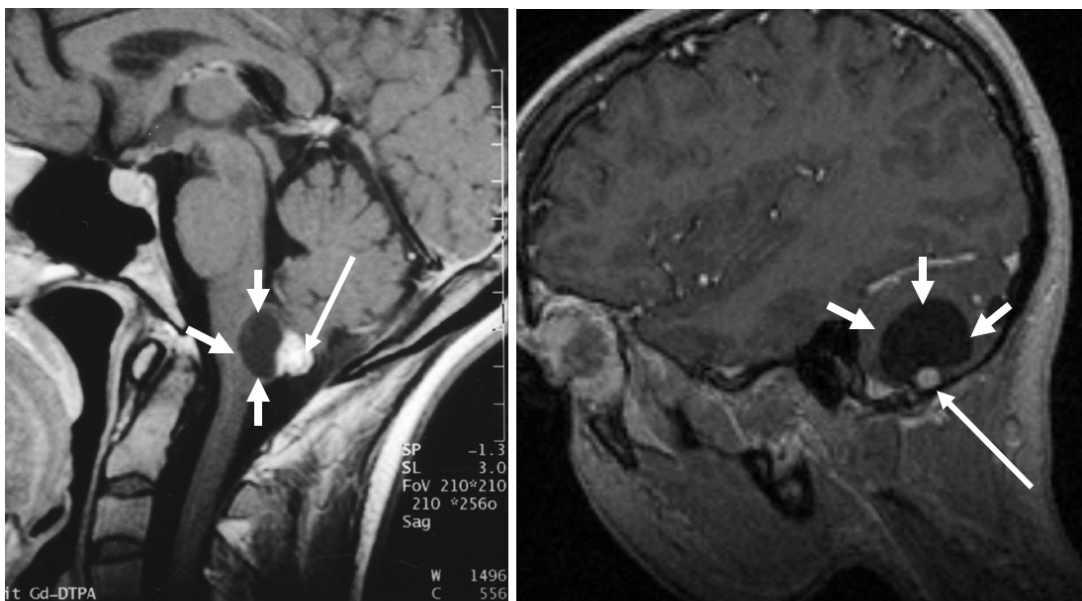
Klassische Hämangioblastome im Hirnstamm (links) und Kleinhirn (rechts). In der Kernspintomographie stellen sich die Tumoren als eine zystische Formation (kurze Pfeile) mit soliden kräftig Kontrastmittel aufnehmendem Tumorknoten in der Zystenwand (lange Pfeile) dar.
